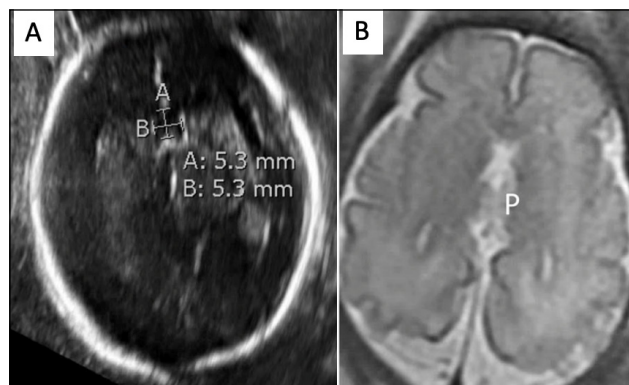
(A) ultrassonografia e (B) ressonância magnética, demonstrando a ausência do corpo caloso de um feto com idade gestacional de 22 semanas e 1 dia⁽¹²⁾.
